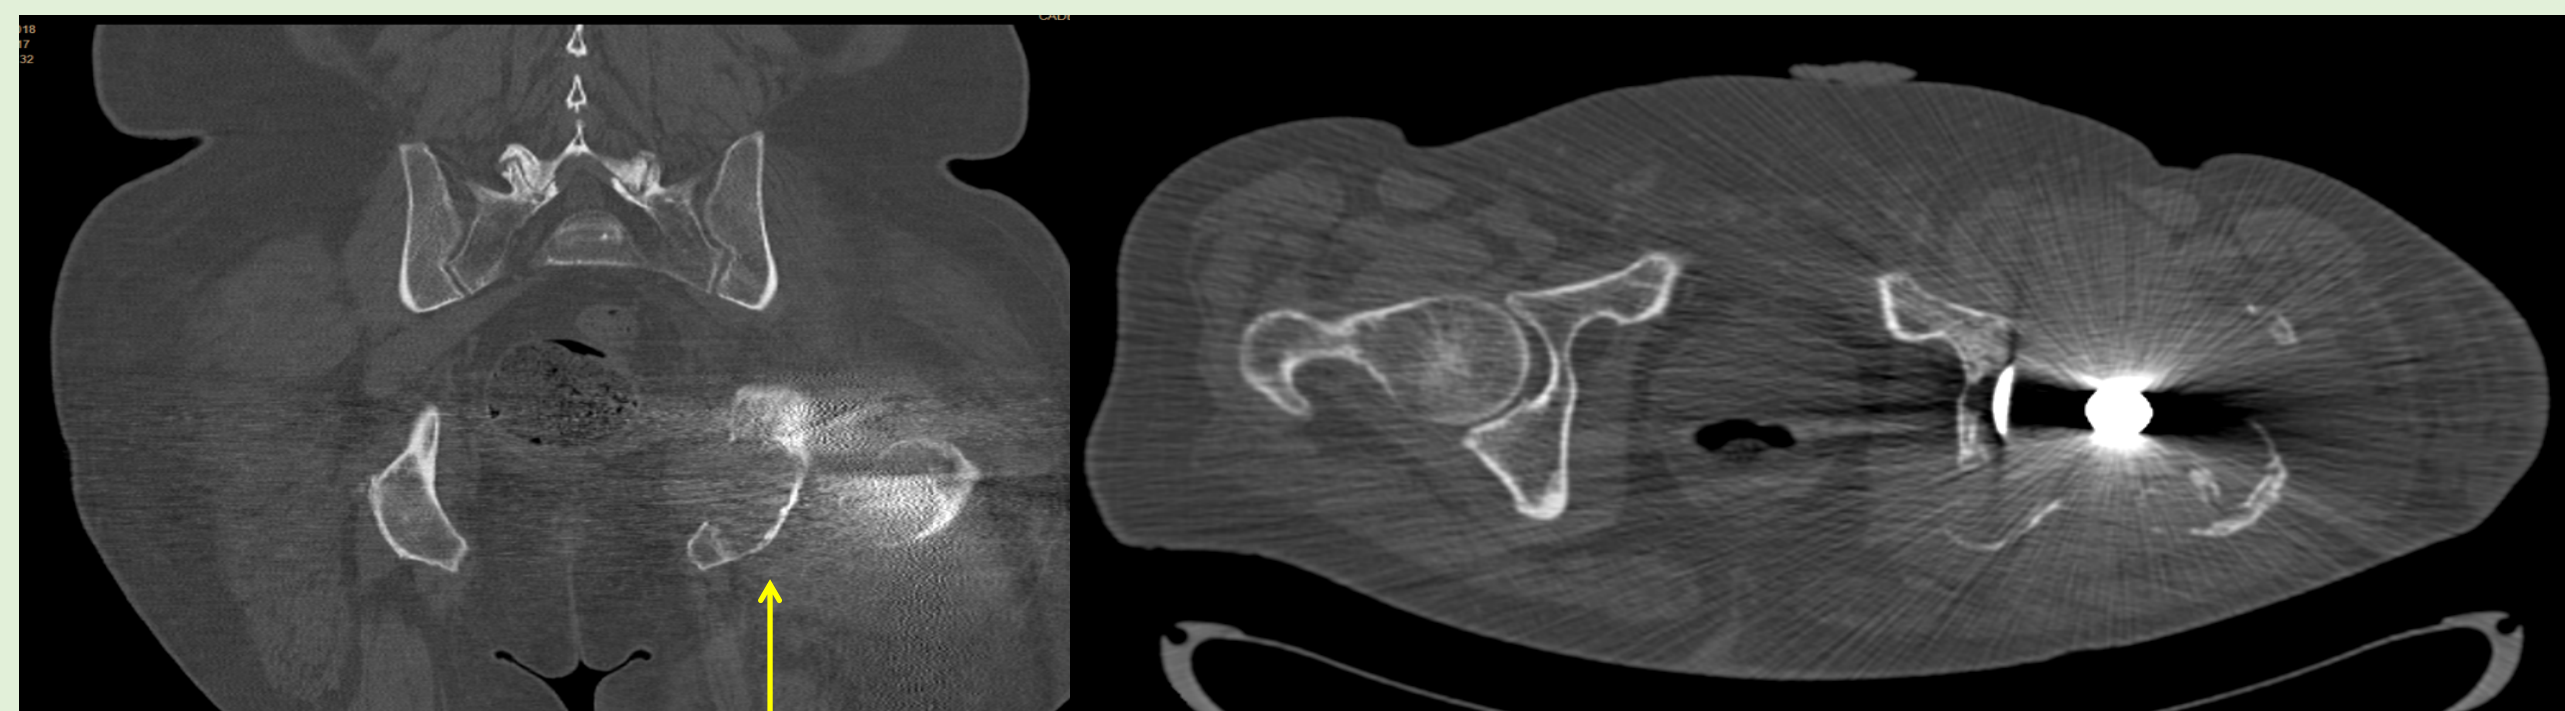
TC preoperatorio: se evidencia lesión en isquion izquierdo (flecha), que insufla la cortical, y componente de partes blandas compatible con enfermedad de partículas
